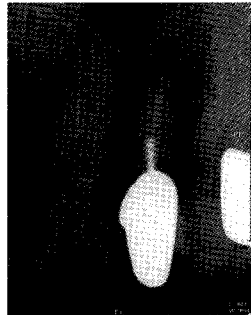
Periapical view after 6months.
